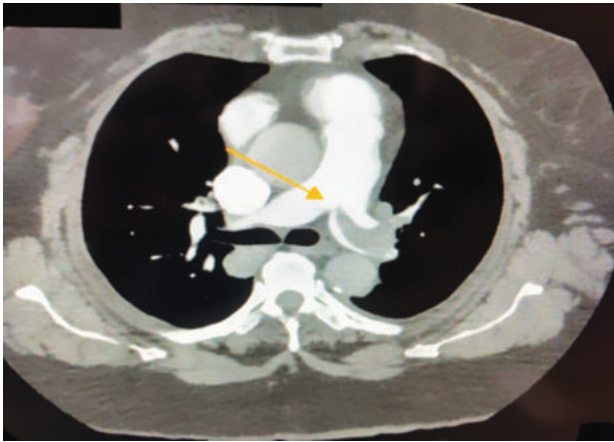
Computed tomography of the chest with contrast showing a hypodensity within the main pulmonary artery suggestive of dissection at bifurcation extending into right and left pulmonary arteries.
